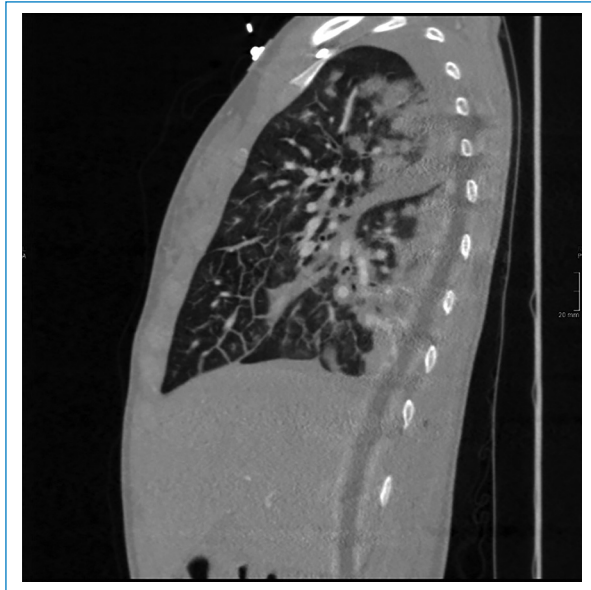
Angio-TC de tórax. Ventana pulmonar. Corte sagital del pulmón derecho, igualmente con múltiples infiltrados alveolares y engrosamiento de septos y cisuras, asociado a derrame pleural.
